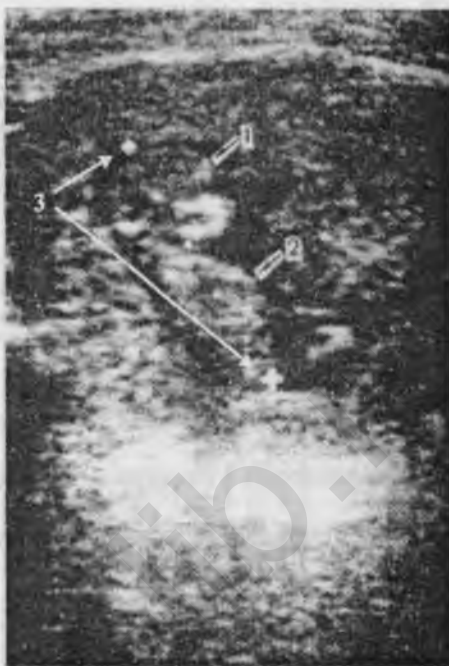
УЗИ при беременности раннего срока
